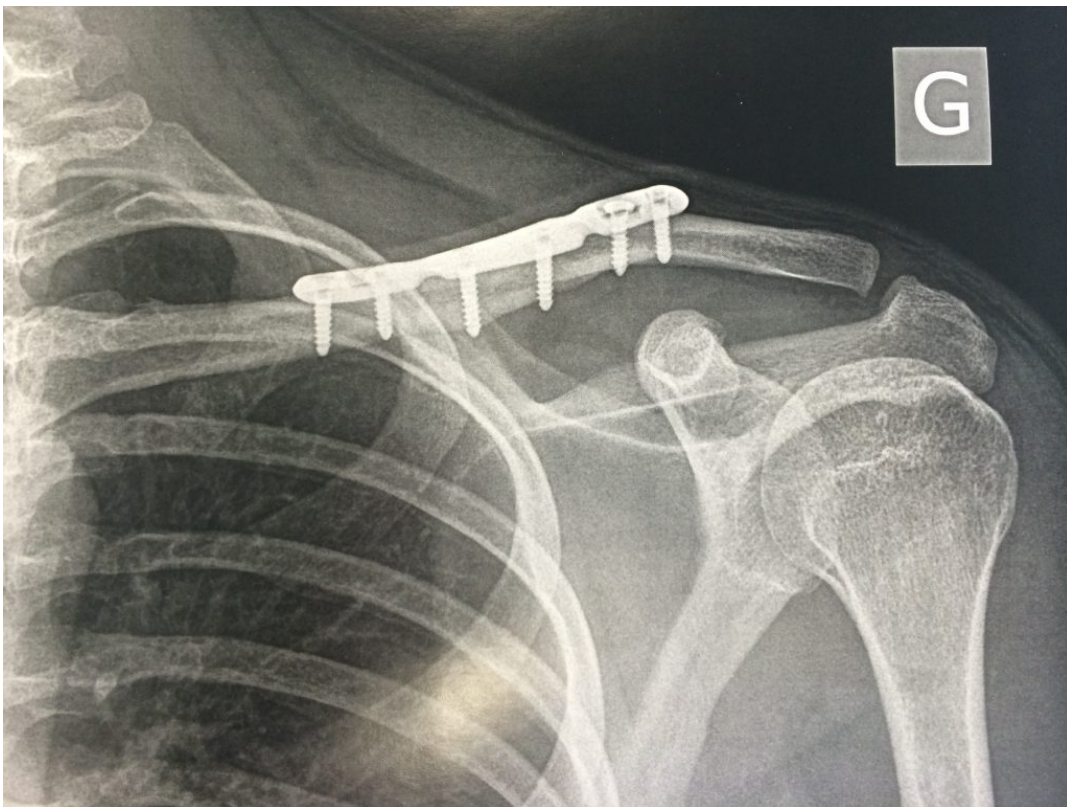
Image radiographique d'une ostéosynthèse de fracture diaphysaire (type IIB 2) par plaque anatomique en «S.»
